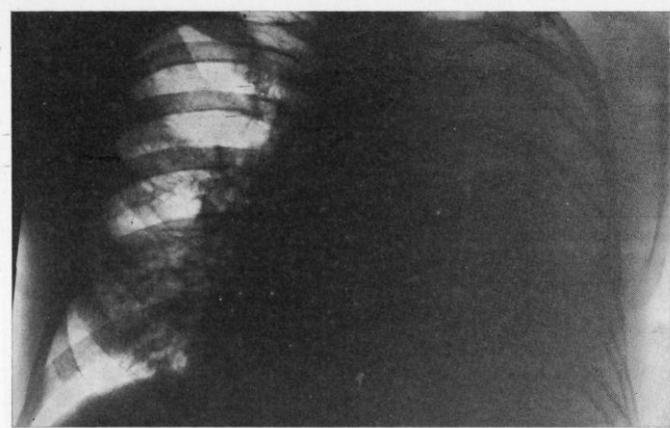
Рентгенограмма больного П. (до лечения). Слева интенсивное затемнение от I ребра до диафрагмы. Органы средостения смещены вправо. Справа пневмонические сливающиеся мелкоочаговые тени
